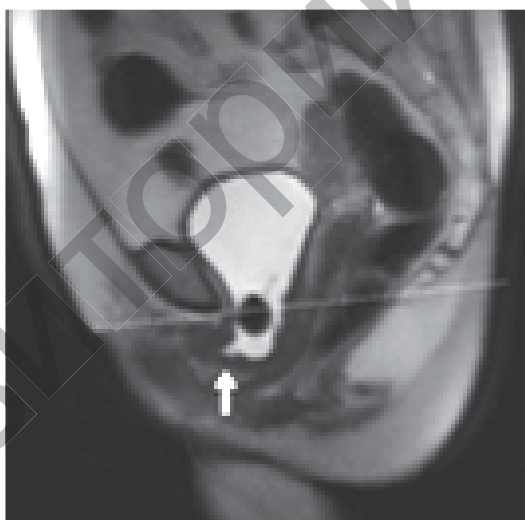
МРТ таза пациентки с цистоцеле III степени и недержанием мочи при напряжении
